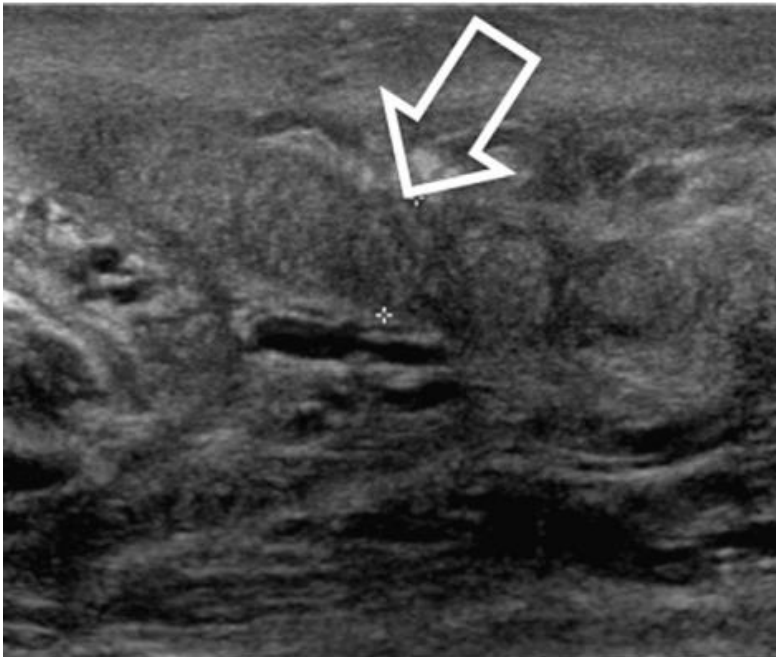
(d'après ⁽⁷¹⁾) : Épididymite. Échographie mode B : épaissement du corps de l'épididyme (flèche).
